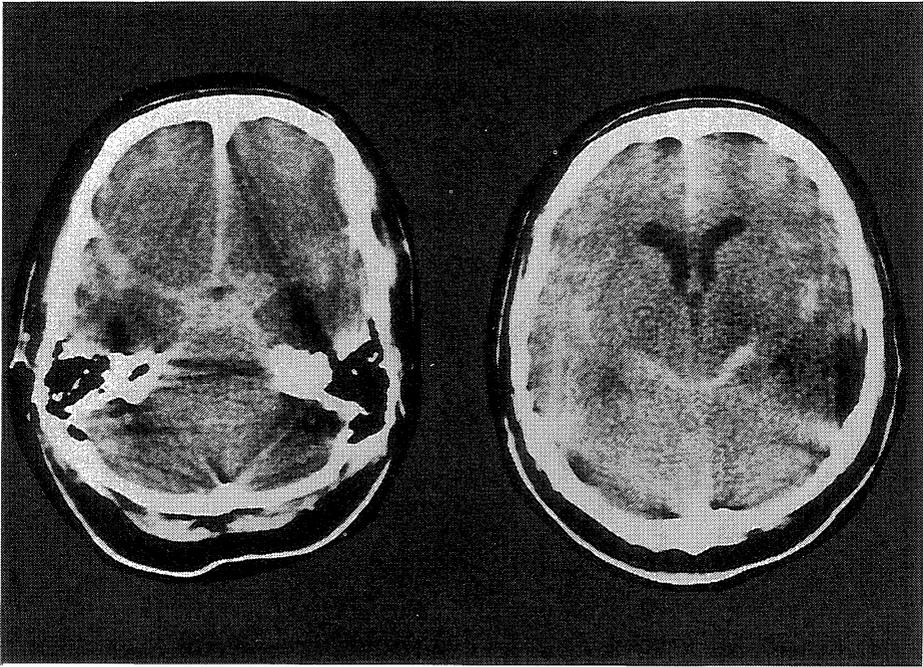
CT scans on admission showing a diffuse SAH.
